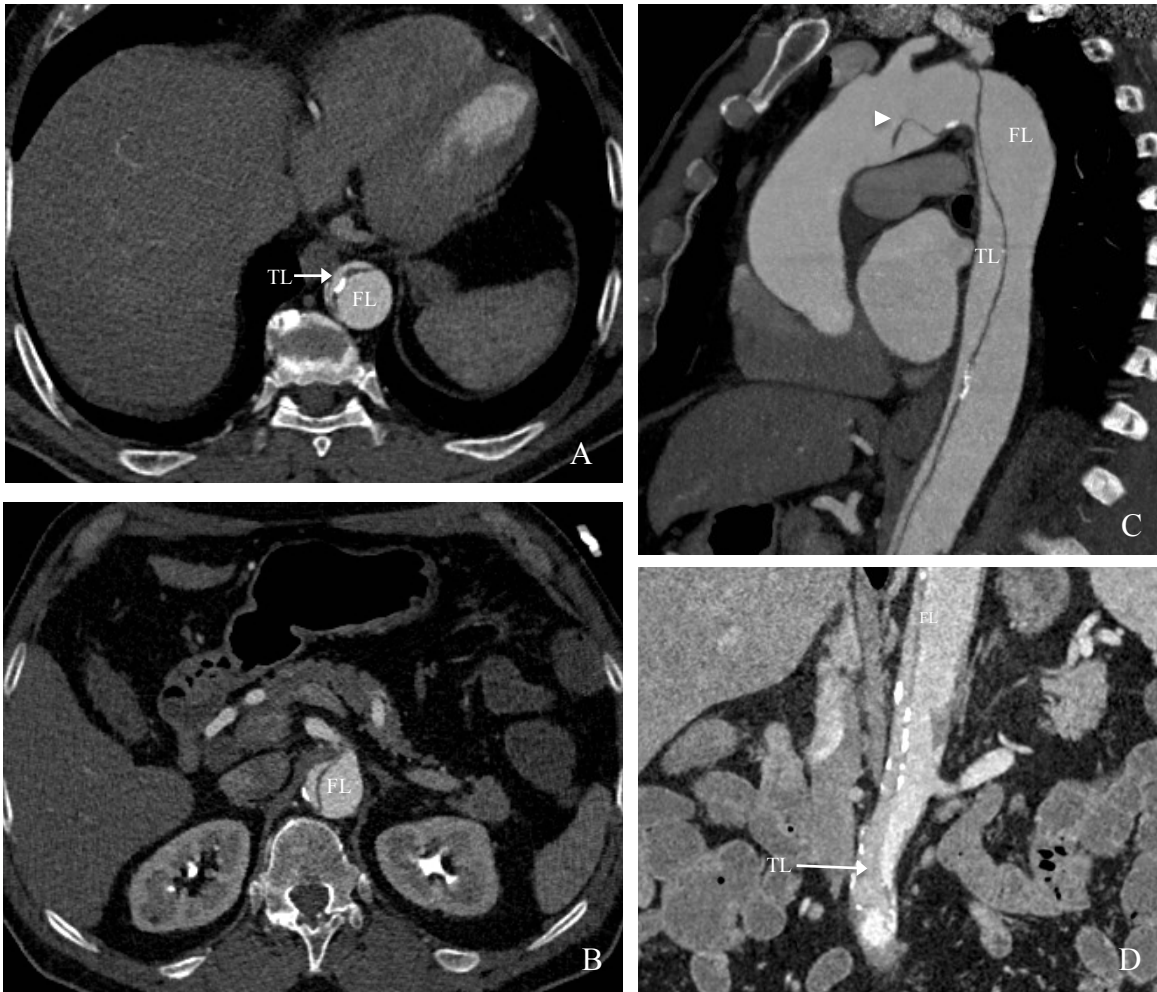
71-years-old patient admitted for acute type B AD with severe bowel ischemia due to dynamic compression. Angio CT-scan on axial views (A, B), sagittal (C) and coronal reformations (D), showing thoraco-abdominal type B AD, with large primary entry tear locate in the aortic arch (arrowhead) ; compression of the true lumen (TL) by the false lumen (FL) on the abdominal level, which cause reduced flow in the abdominal arteries.
